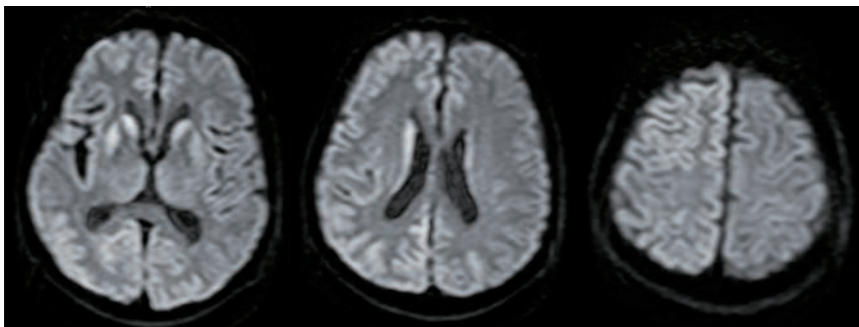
頭部単純MRI拡散強調画像(第20病日)線条体、大脳皮質の高信号は両側性に拡大している。
